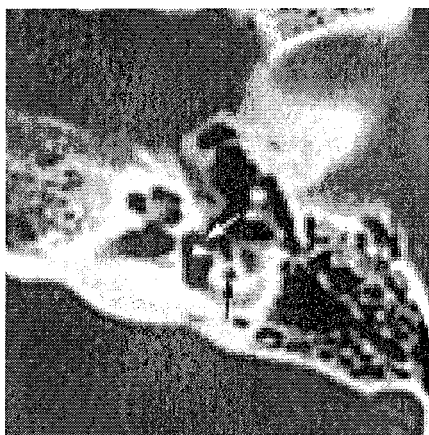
Surdit  fluctuante, vertiges, acouph nes gauches. Barotraumatisme il y a 10 ans. TDM coupe axiale. Hyperostose de la partie post rieure de la platine (t te de fl che) osselets en place. D pression platinaire (fl che blanche). Fistule p rilymphatique. (D'apr s M. Elmaleh-Berg s et al., 13)
